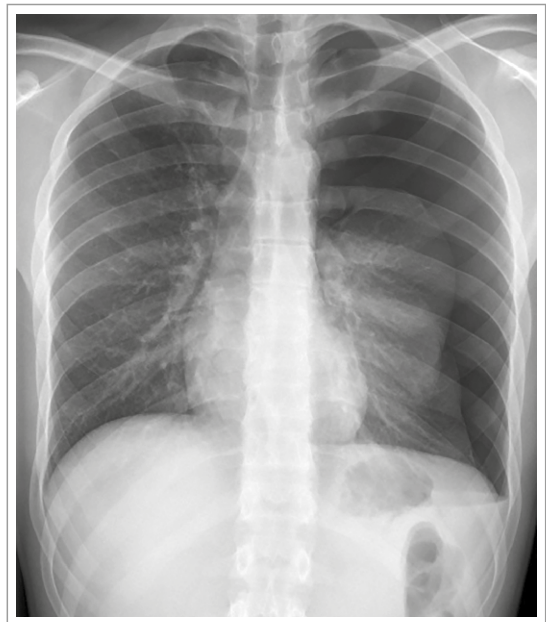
Radiografía de tórax PA. Neumotórax completo. Obtenido de CC BY-SA 3.0.
